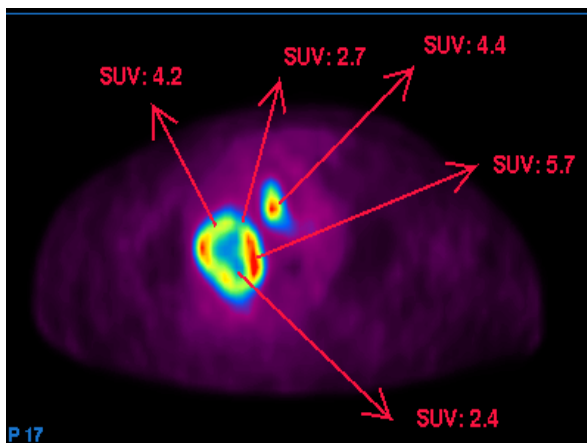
CPNCP: PET con ¹⁸F-FDG, heterogeneidad tumoral medida por el SUV. Imagen por gentileza del Prof. A. Ruibal.
